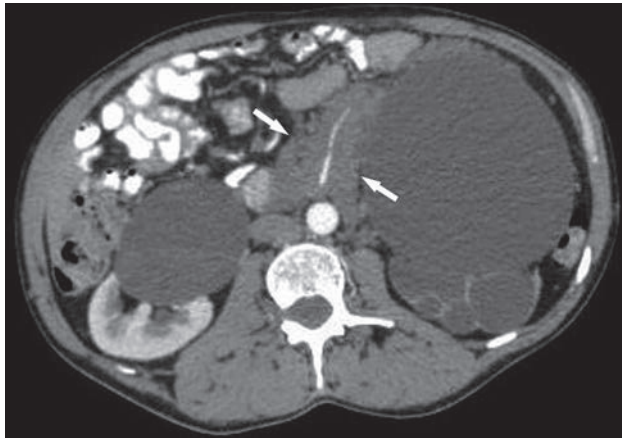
Компьютерная томограмма брюшной полости, аксиальная проекция. Фиброзная гистиоцитома (стрелки). Инвазия верхней брыжеечной артерии. Кисты в почках. Верхняя брыжеечная артерия проходит в толще опухолевой ткани, контур её неровный.
